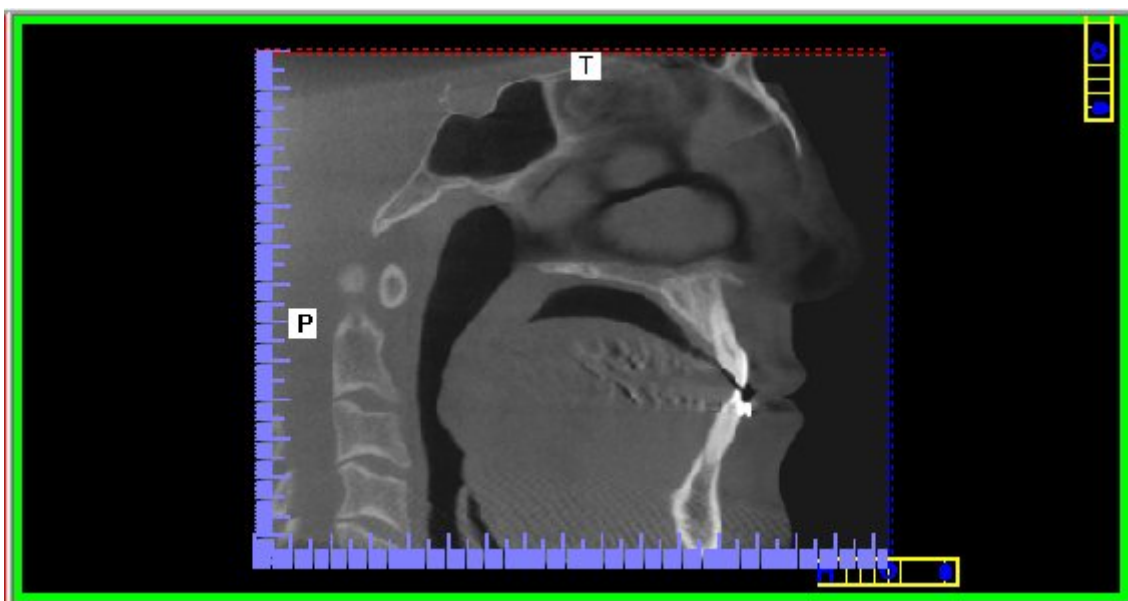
Corte sagital em tomografia computadorizada volumétrica
